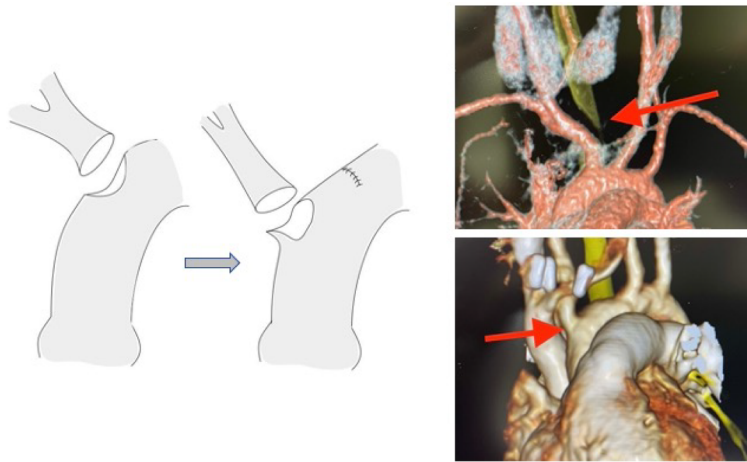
Scheme (left) and CT scan (right) of the translocation of the anomalous innominate artery. The red arrow on the right upper panel indicates the site of tracheal obstruction. The red arrow on the right lower panel indicates the reimplanted innominate artery.
